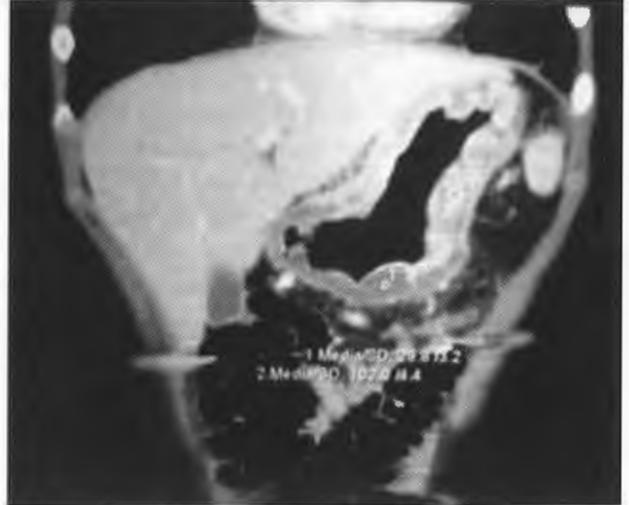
Corte coronario de TC de abdomen donde se aprecia engrosamiento acentuado de las capas del estómago.
